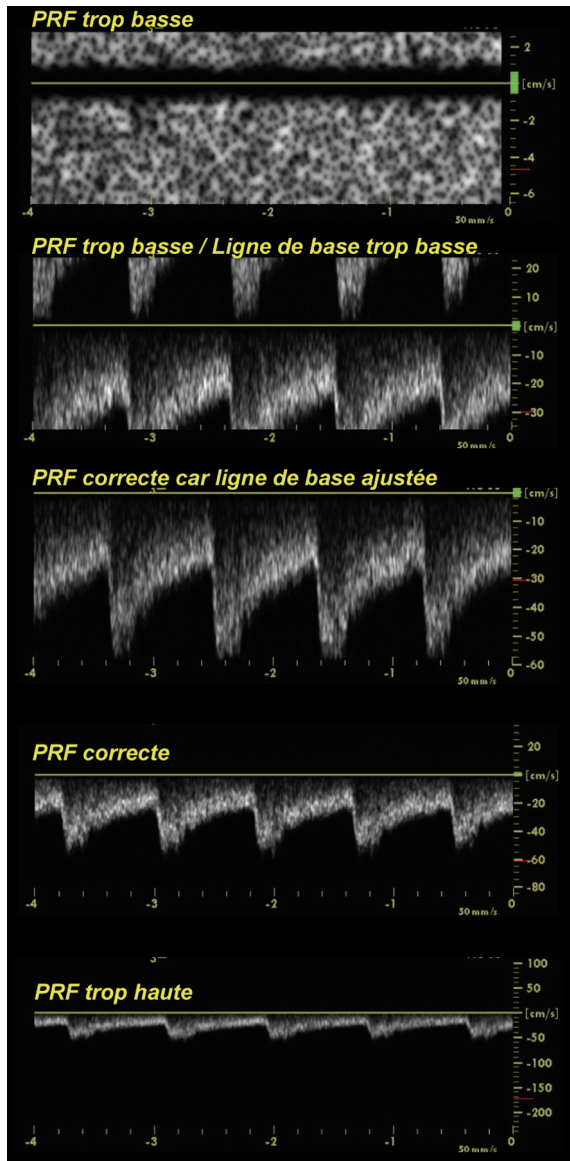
Si la fréquence de répétition des impulsions (PRF) est trop basse en regard de la fréquence Doppler (c'est-à-dire inférieure au double de la fréquence Doppler maximale examinée) survient une ambiguïté spectrale (sur les deux tracés du haut) que l'on peut tenter de surmonter en décalant la ligne de base et en augmentant la PRF (tracé du milieu). Il importe cependant de conserver une PRF assez basse pour disposer de la pleine échelle de lecture du sonogramme.
